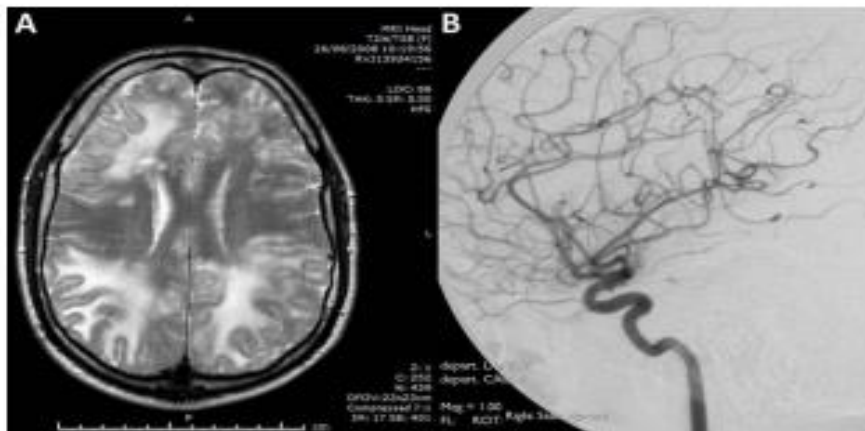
61-year-old man presenting with headache, cognitive decline and neuropsychiatric symptoms, together with episodic disequilibrium. T2 MRI of the brain showed a diffusely abnormal high signal, predominantly in the white matter of the anterior frontal, parietal and temporal lobes (A). Cerebral angiogram (B) was normal, but cerebral biopsy was diagnostic of cerebral vasculitis. T2W, T2 weighted; TSE, turbo spin echo.
